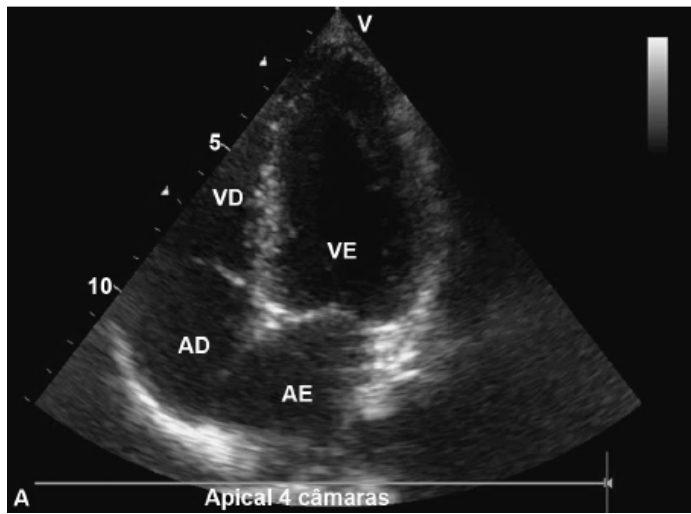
A e B. Plano apical, com a obtenção da visualização de 4-câmaras cardíacas. AD = átrio direito; AE = átrio esquerdo; VD = ventrículo direito; VE = ventrículo esquerdo. Adaptada de Atlas of echocardiography (2013).¹⁹
